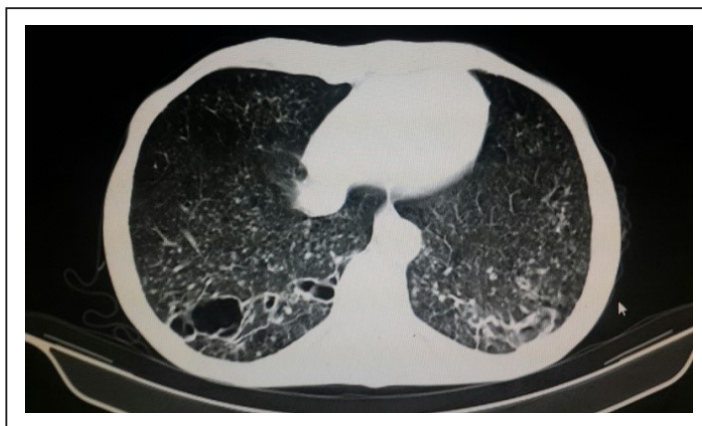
Tomografía de tórax con infiltrado nodulillar, bandas fibróticas y cavitaciones predominantes en pulmón derecho.
